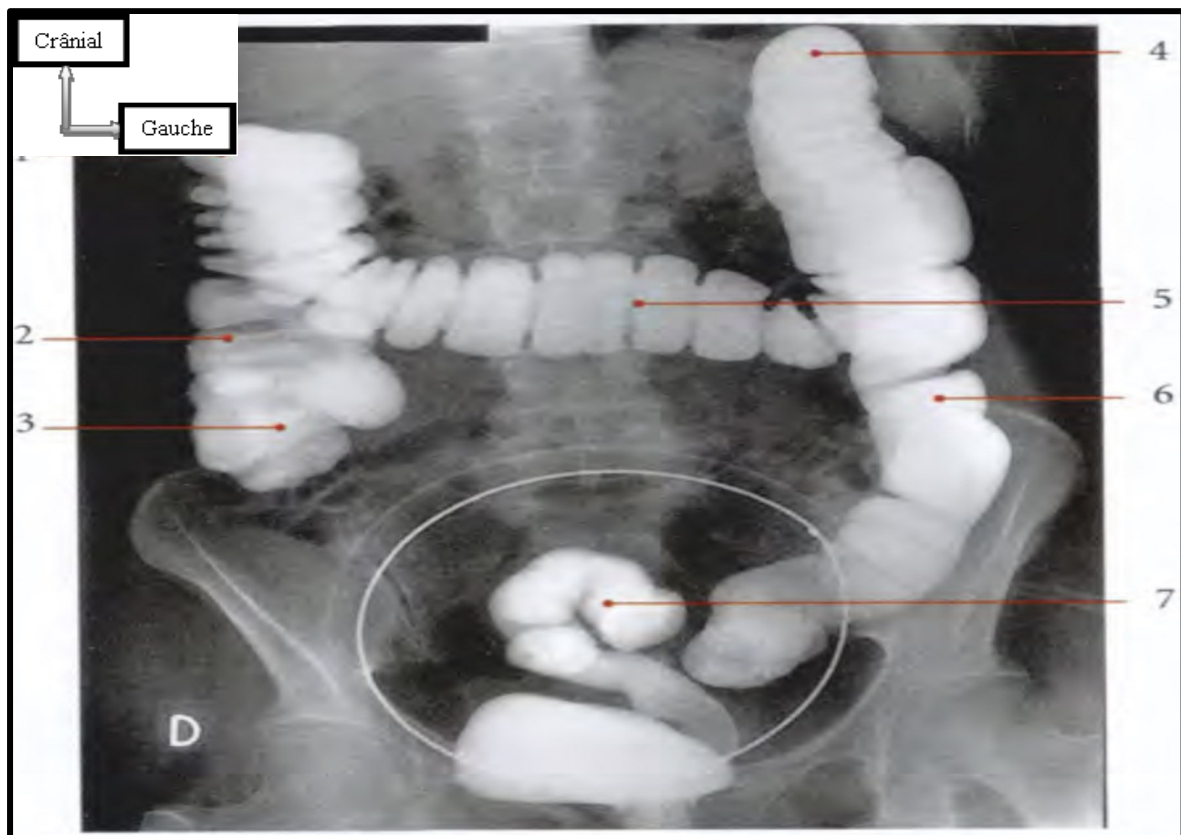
Radiographie du colon (lavement baryté) [24].
